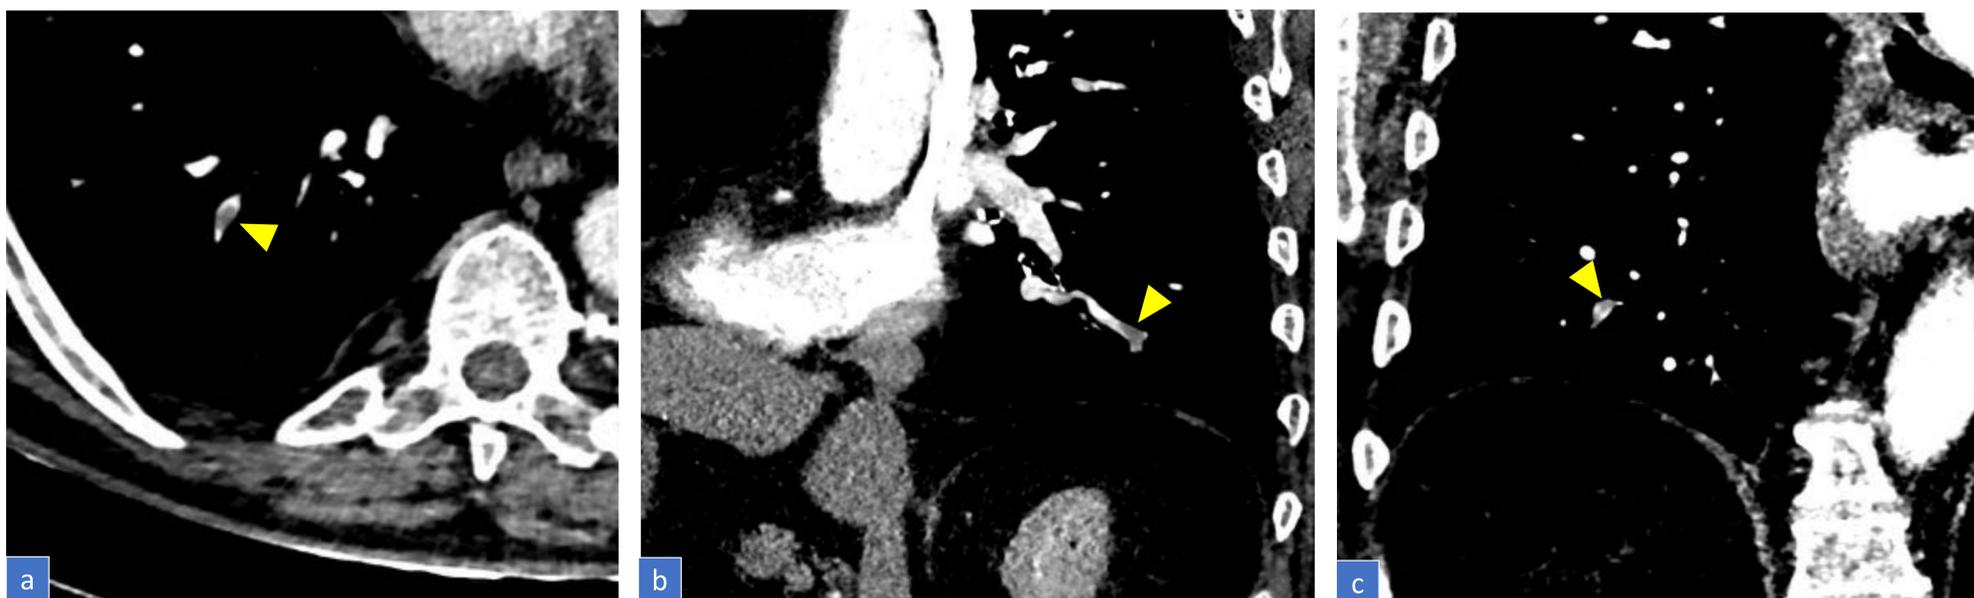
TEP subsegmentario único verdadero en TC de paciente de 75 años con disnea. Defecto intraluminal único en rama subsegmentaria arterial pulmonar, visible en los planos axial (a), sagital oblicuo (b) y coronal (c).
